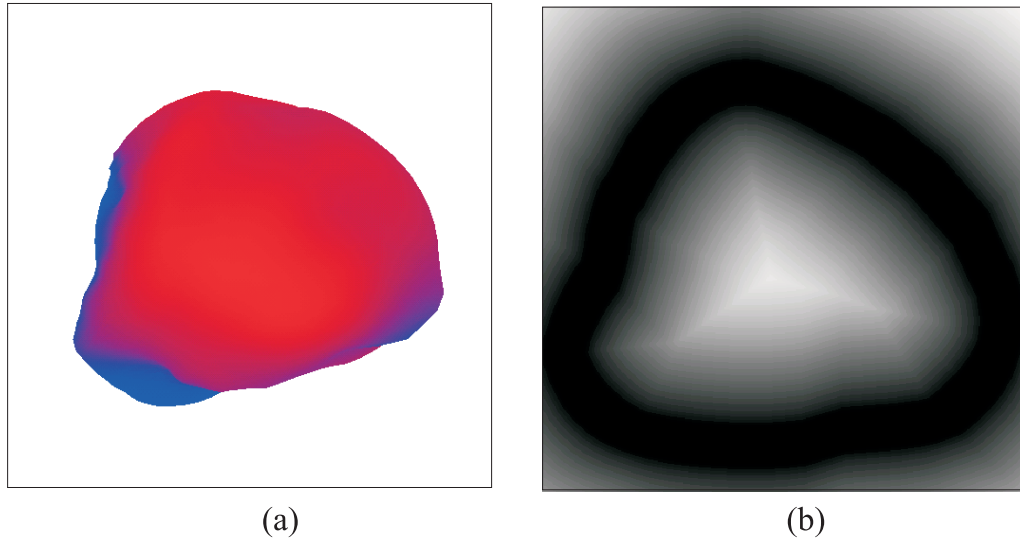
Carte de distances obtenues à partir du contour de la projection du volume SPECT. (a) Projection du volume SPECT, (b) carte de distances obtenues pour cette projection.
